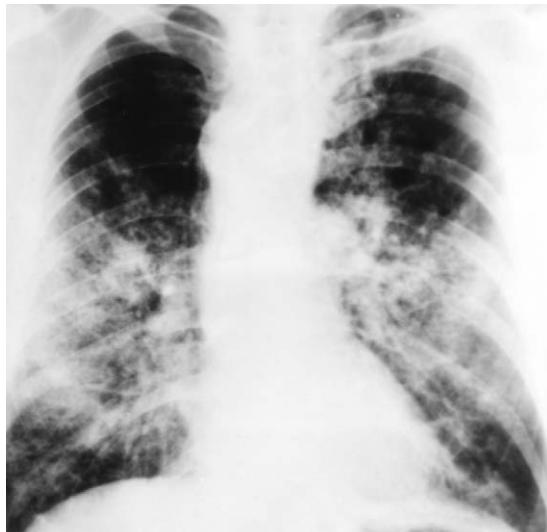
Chest roentgenogram on admission shows diffuse ground glass opacities with patch consolidation.
